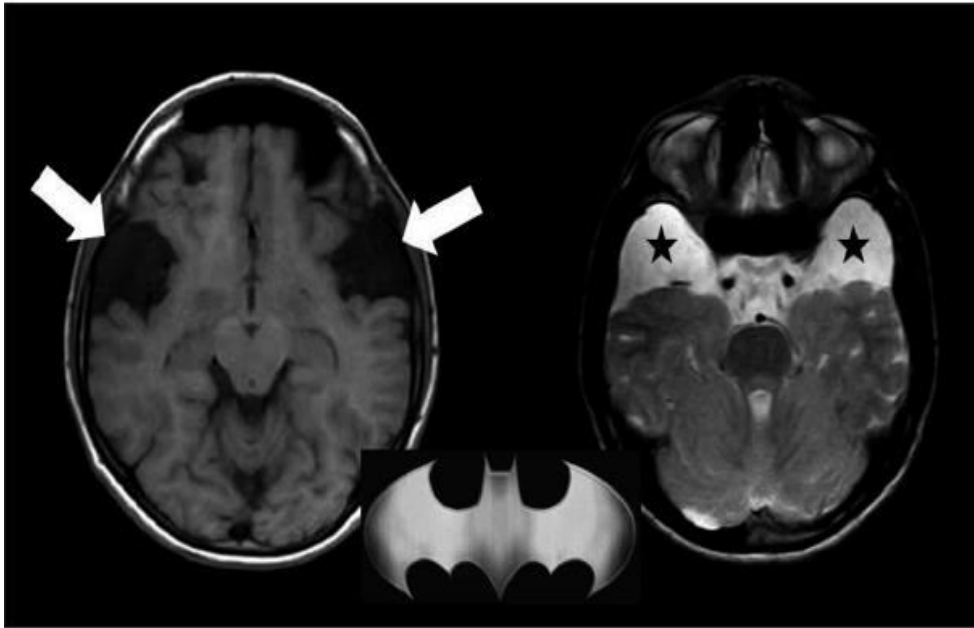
Axial T1-weighted and T2-weighted images demonstrating widened sylvian fissures producing "bat-wings" appearance (arrows and stars).
